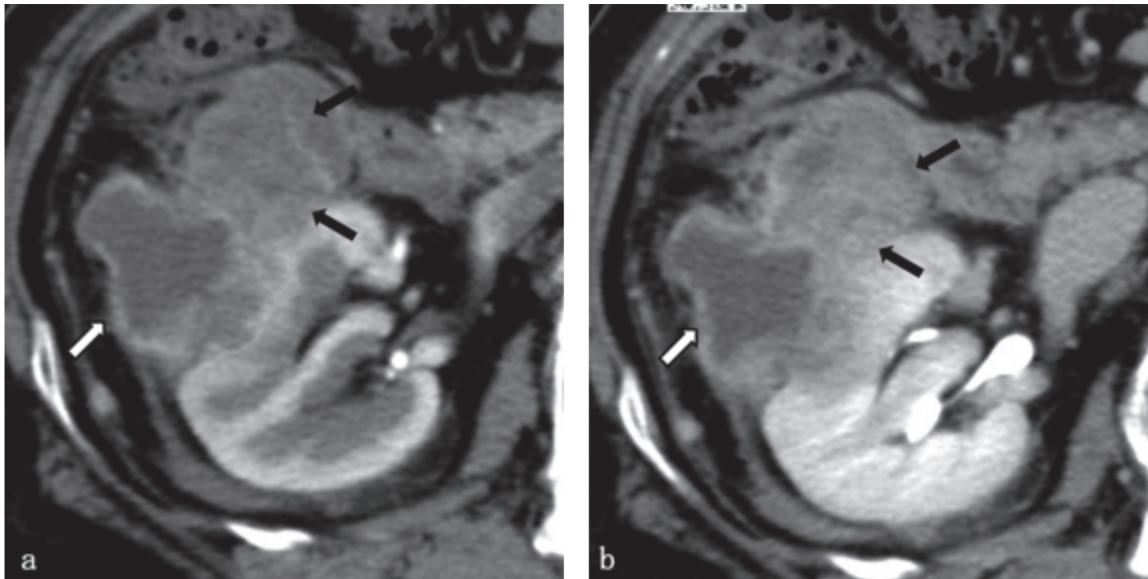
腹部CT（ダイナミック造影）腎中部レベル横断像 a：皮髄相 b：排泄相
